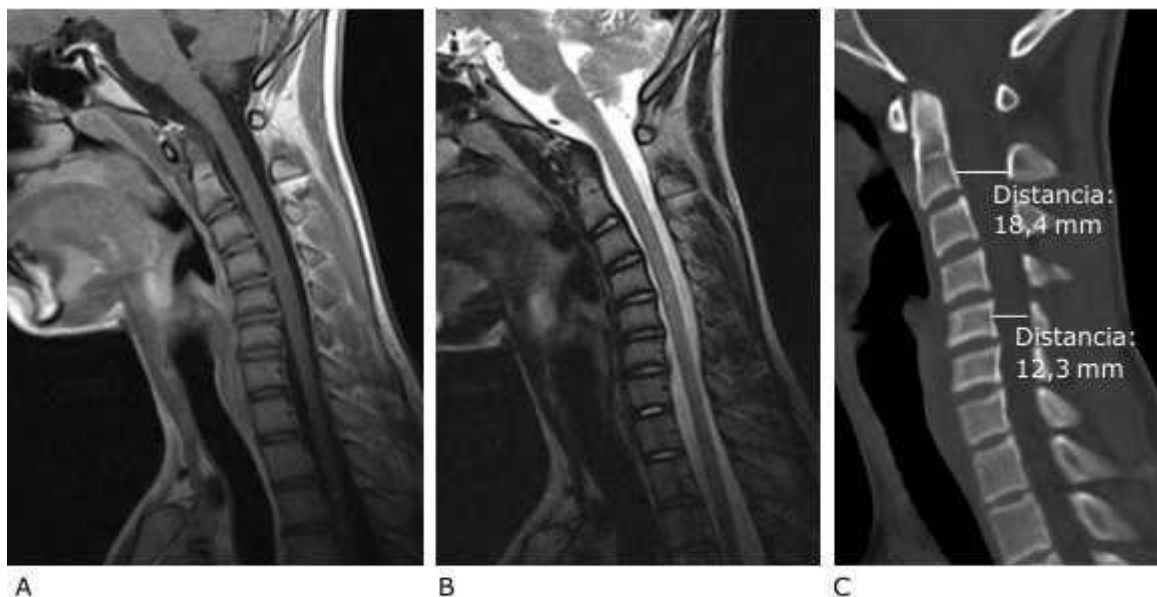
A, B y C. Resonancia magnética (IRM) en las secuencias T1 (A) y T2 (B), y tomografía axial computarizada (TAC) simple en ventana ósea (C) de la columna cervical sin flexión. Se aprecia rectificación de la lordosis con ligera cifosis desde los segmentos C4-C6, e hiperintensidad lineal vertical de la médula espinal en la secuencia T2. Obsérvese la rectificación y cifosis de la columna cervical con reducción del canal medular por detrás del segmento cifótico (C).
